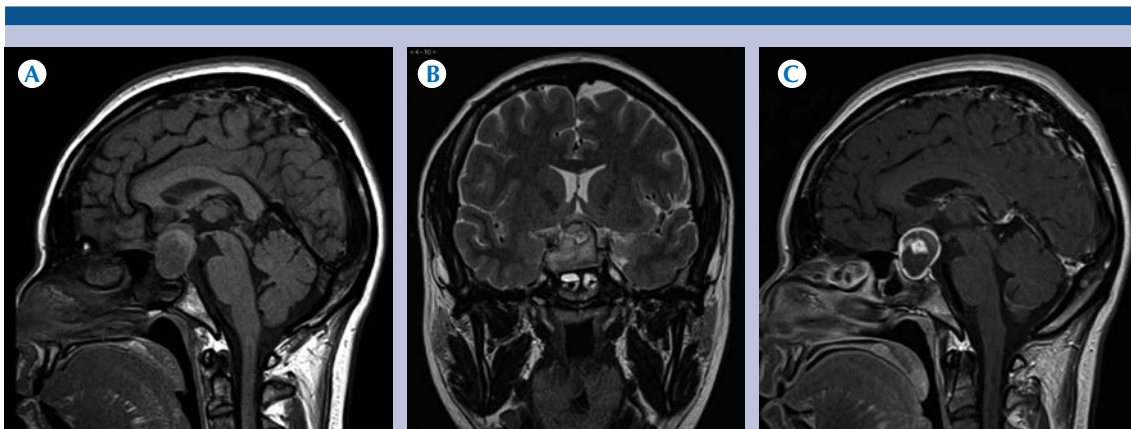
A) Resonancia magnética, plano axial ponderado en FLAIR: craneofaringioma adamantinomatoso en la región selar, de morfología ovoidea hiperintensa y escaso edema perilesional. B) Plano coronal ponderado en T2: lesión quística en la región selar y vector de crecimiento supraselar con compresión del hipotálamo. C) Plano sagital ponderado en T2: lesión quística en la región selar y vector de crecimiento supraselar con compresión del hipotálamo.
